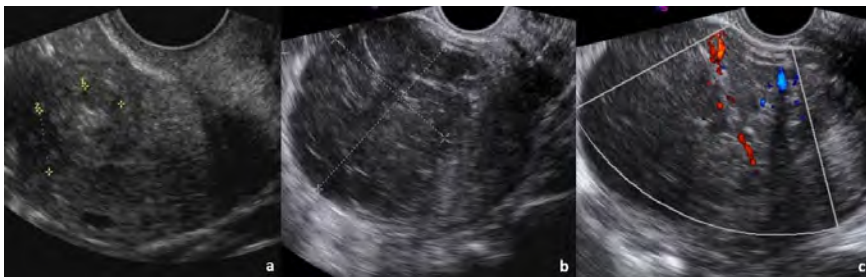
Mulher de 45 anos, com menopausa precoce aos 40 anos. Realizou ecografia transvaginal que demonstrou uma lesão com 6,8 x 5,3 cm, heterogênea e predominantemente hipocogênica (b). Nova repetição do exame 2 meses depois mostrou que a lesão continuou a aumentar de dimensões, atingindo 9,6 X 6,5 cm, com hipervascularização demonstrada no estudo ecodoppler (c). A doente era portadora de ecografia transvaginal realizada 2 anos e 4 meses antes onde se observava nódulo intramural com 8mm, compatível com leiomioma (a). A doente realizou histerectomia total alguns dias após a última ecografia, tendo a análise da peça operatória confirmado o diagnóstico de leiomiossarcoma.
